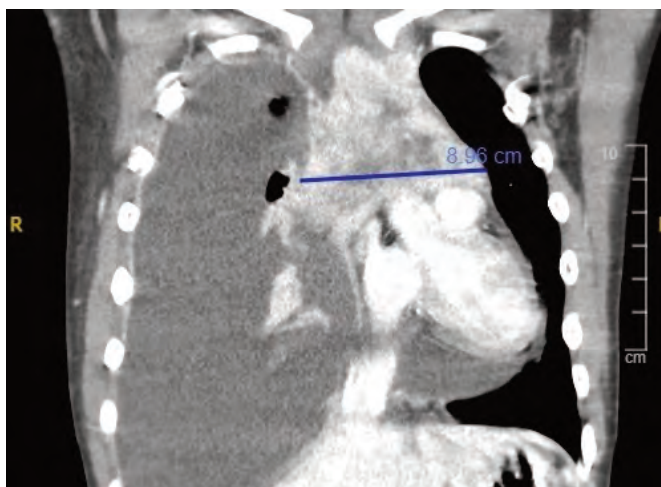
TC de tórax. Masa mediastínica anterior con implantes pleurales derechos asociados a derrame pleural masivo y derrame pericárdico. Corte coronal.
